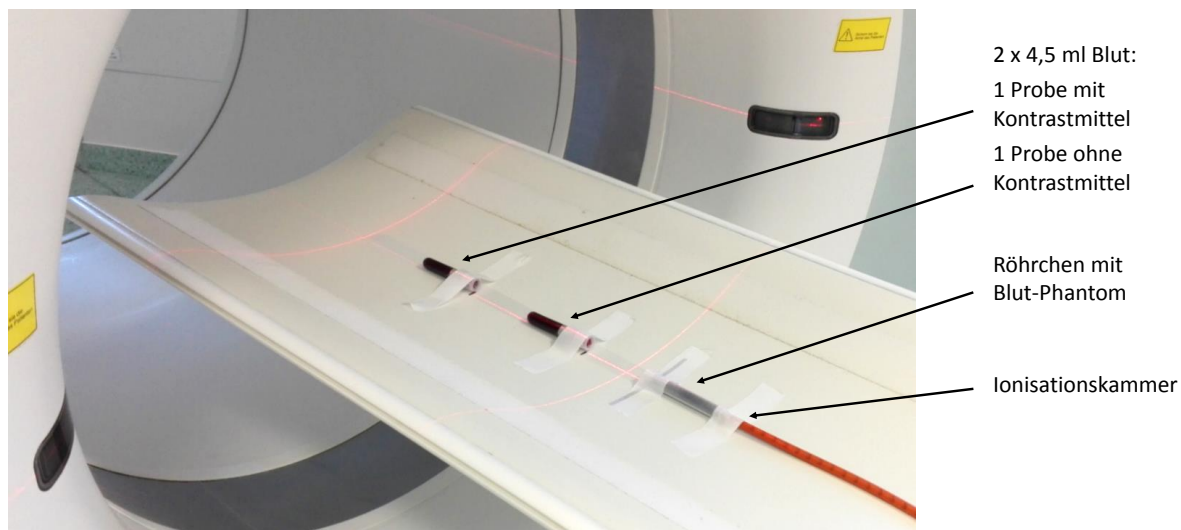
Versuchsaufbau zur *Ex-vivo*-Bestrahlung der Blutproben im Computertomographen. Für jede Bestrahlung wurden jeweils eine Probe mit Kontrastmittel und eine Probe ohne Kontrastmittel sowie das Röhrchen mit integriertem Blut-Phantom auf definierte Positionen auf der Patientenliege angebracht. Die Ionisationskammer wurde in das Blut-Phantom eingebracht und mit dem Universaldosimeter verbunden.
